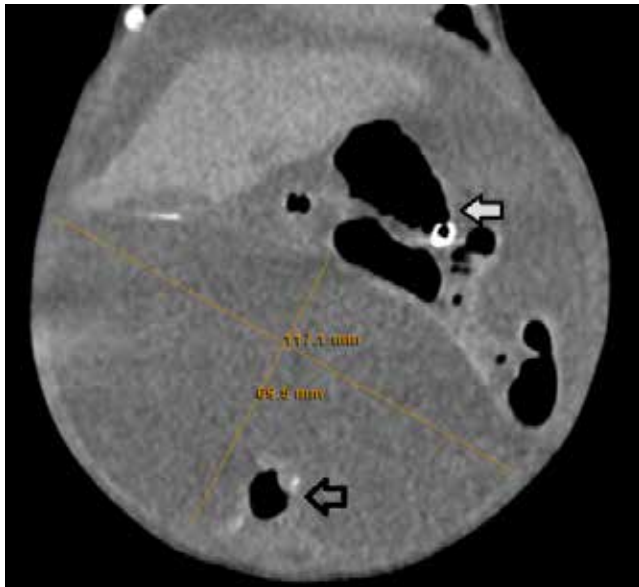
Tomografía de abdomen con pseudoquiste meconial de 117.1 mm por 69.5 mm, la flecha negra indica el sitio donde se comunica el pseudoquiste con el íleon terminal. La flecha blanca identifica el estómago con la sonda orogástrica.
